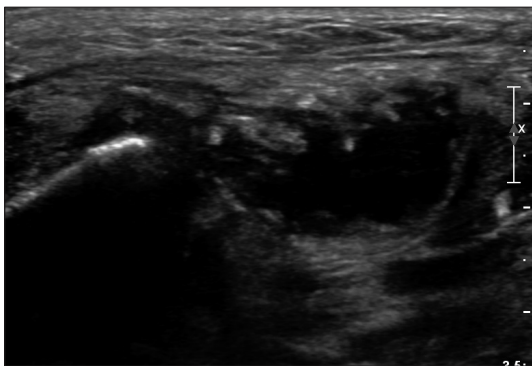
Neck ultrasonography. US-guided aspiration & external drainage apply with 14 G vinca & 7 Fr. catheter.
